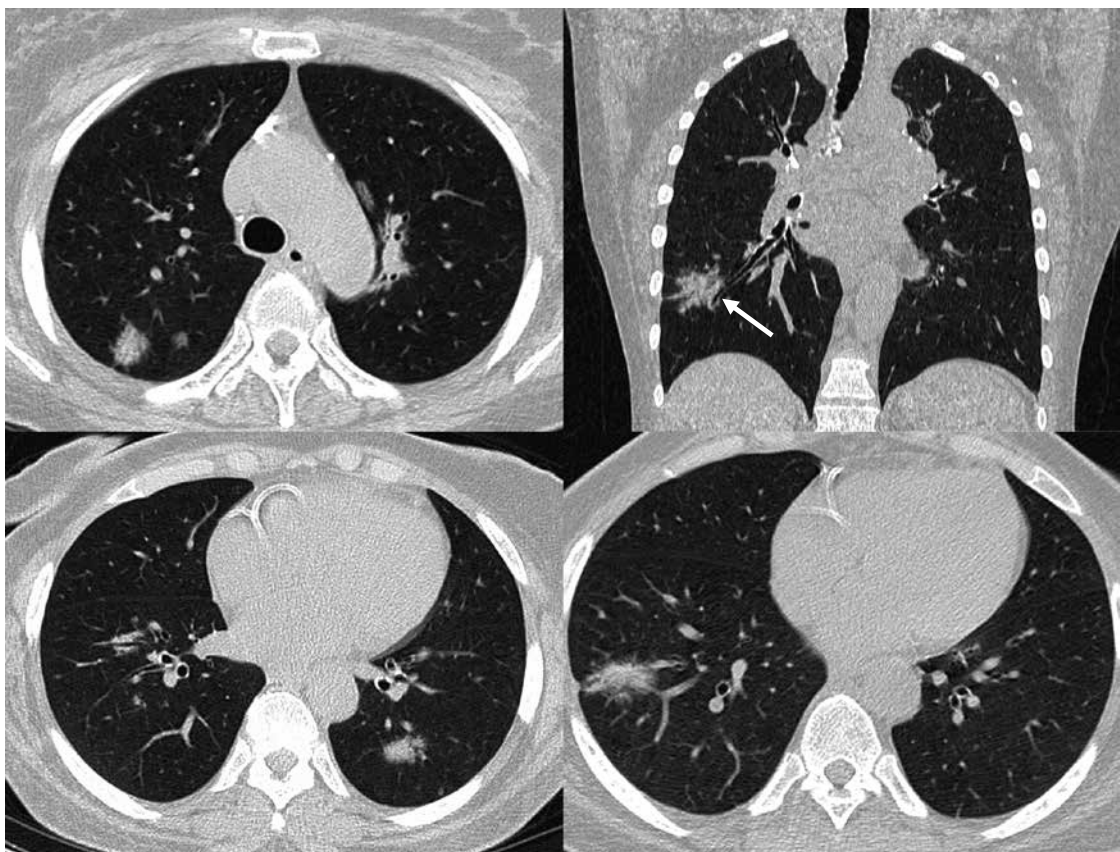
Tomografia computadorizada de tórax mostra múltiplas opacidades nodulares de contornos irregulares dispersas por ambos os pulmões, predominantemente peribroncovasculares, algumas com broncograma aéreo (seta).
